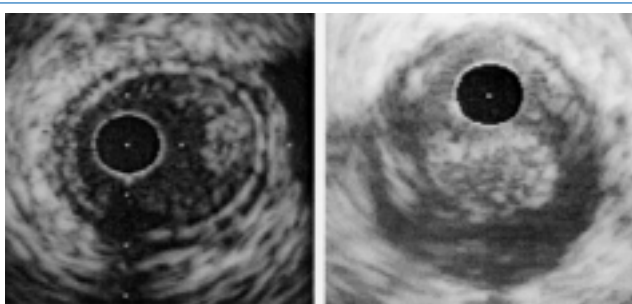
Thrombus et échographie endovasculaire. Image gauche : artère coronaire normale avec aspect classique en trois couches (intima/LEI - média - adventice) et thrombus frais accolé à l'intima de structure faiblement échogène et aux contours irréguliers. Image droite : masse thrombotique encastrée dans une plaque rompue.
